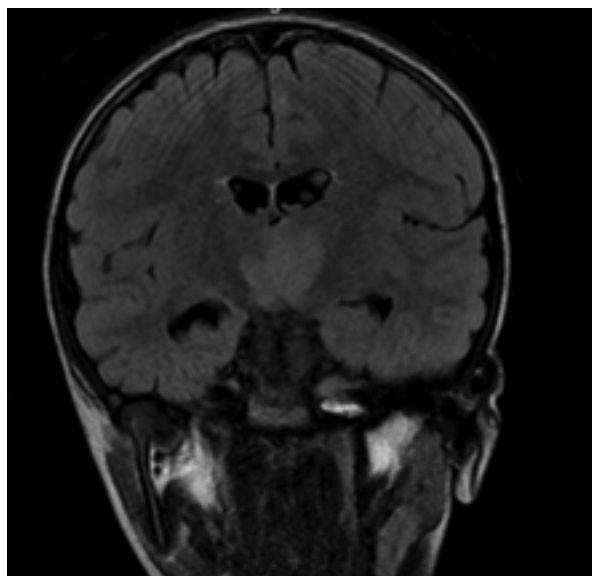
МР-томограммы больного в период первого эпизода ОРЭМ в режиме Dark fluid. Отмечается асимметричное повышение сигнала с нечеткими контурами с двух сторон.
